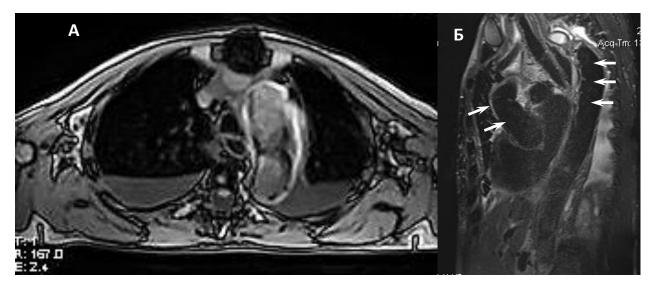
Магнитно-резонансная томография грудного отдела аорты пациентки после операции «замороженный хобот слона». А — дуга аорты с имплантированным гибридным стент-графтом, аксиальный срез; \mathbf{F} — визуализируется протез восходящей аорты и нисходящий отдел с имплантированным стент-графтом (показано стрелками), сагиттальный срез
